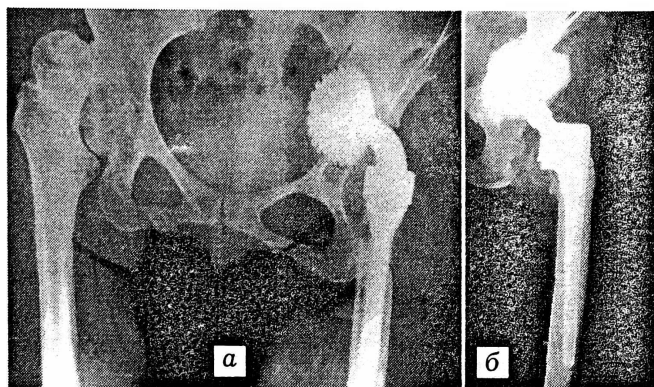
Рентгенограммы больной Р. с двусторонним диспластическим коксартрозом.
